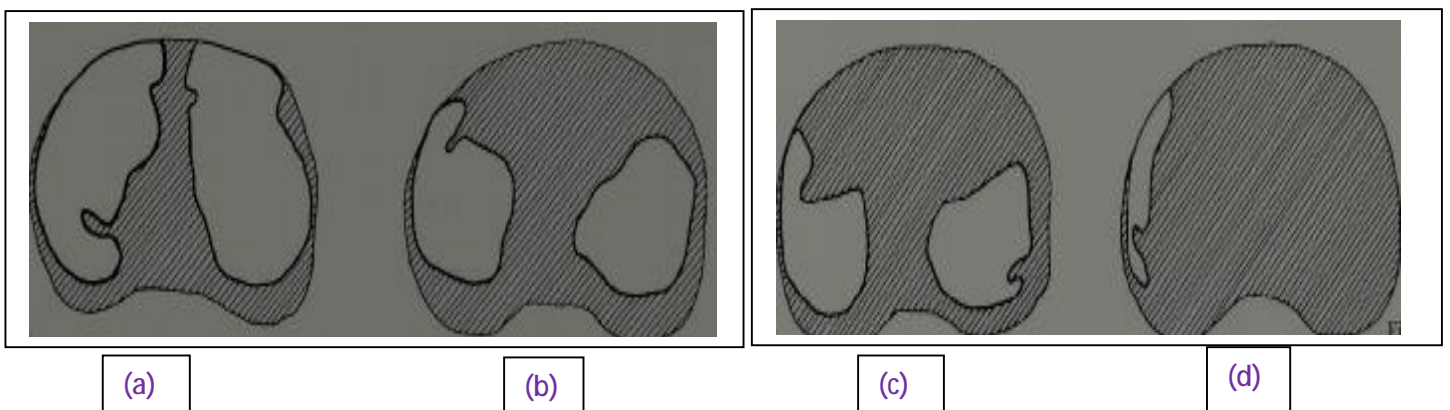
Radiographies montrant une coupe du genou rempli de sulfate de baryum et calque des surfaces portantes
